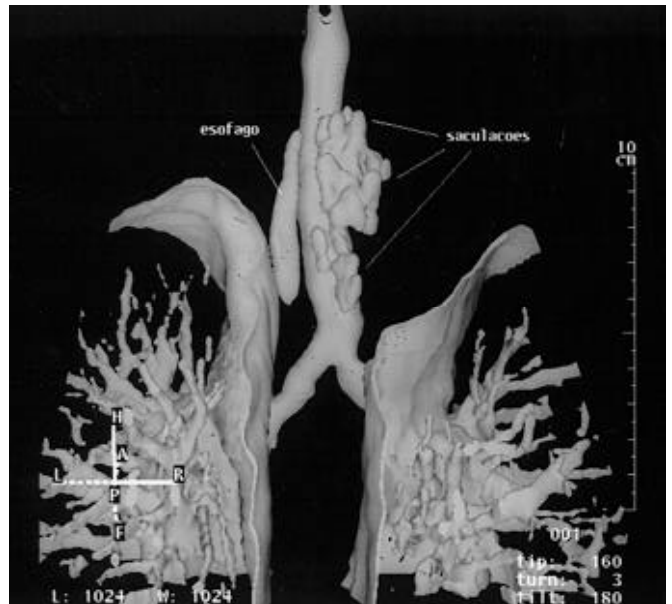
Imagens de TC espiral com reconstrução 3D-SSD no plano coronal oblíquo, demonstrando imagens diverticulares na parede póstero-lateral da traquéia
